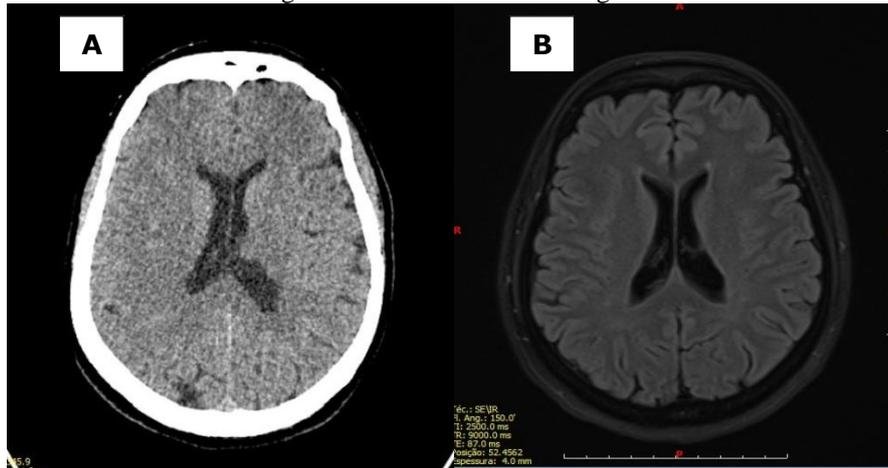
(A) Tomografia computadorizada de crânio da primeira admissão hospitalar da paciente devido à queixa de cefaleia e disfasia. Ausência de sinais sugestivos de AVE. (B) Ressonância magnética de crânio solicitada na segunda internação hospitalar devido queixa de cefaleia, disfasia e hemiplegia em dimidio esquerdo. Ausência de sinais sugestivos de AVE. Fonte: imagem gentilmente cedida pela paciente, 2019.
